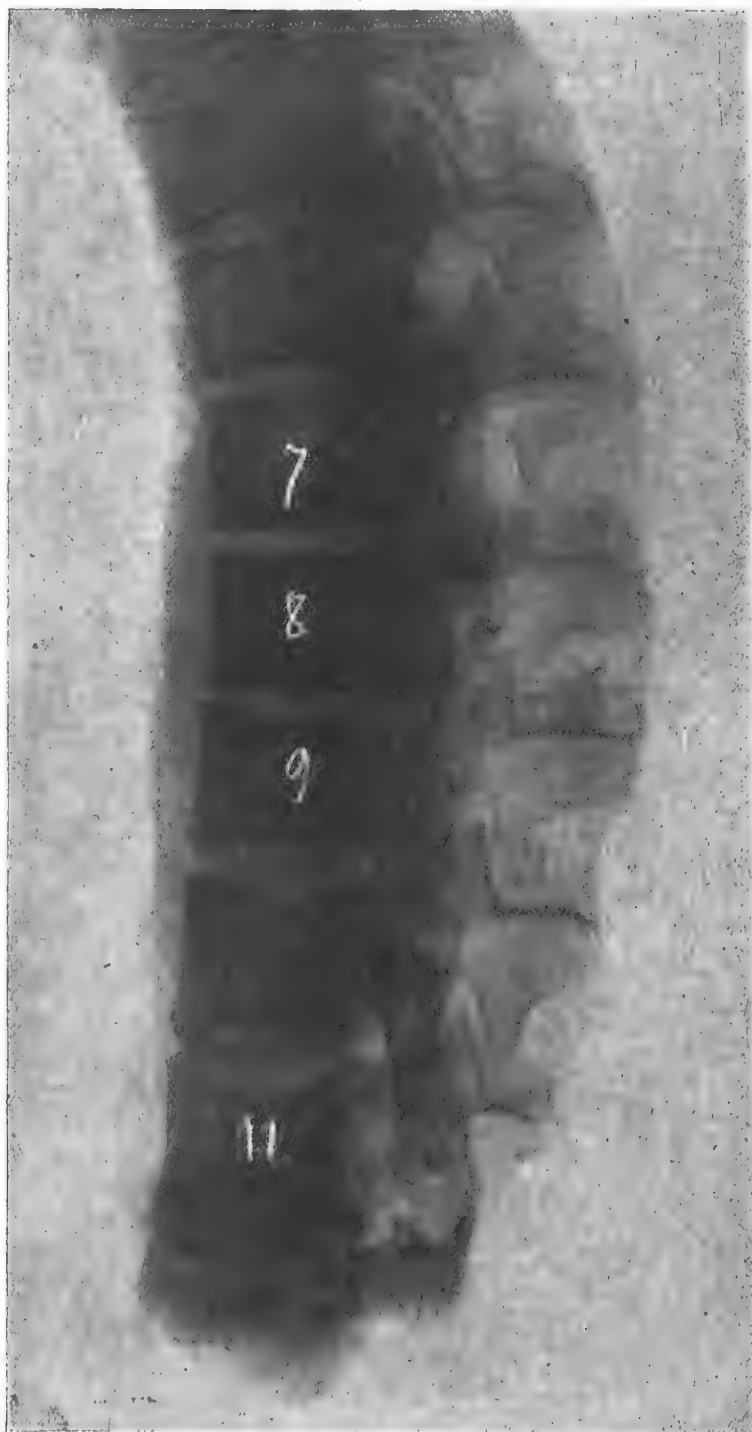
Radiographie de la pièce de profil.
